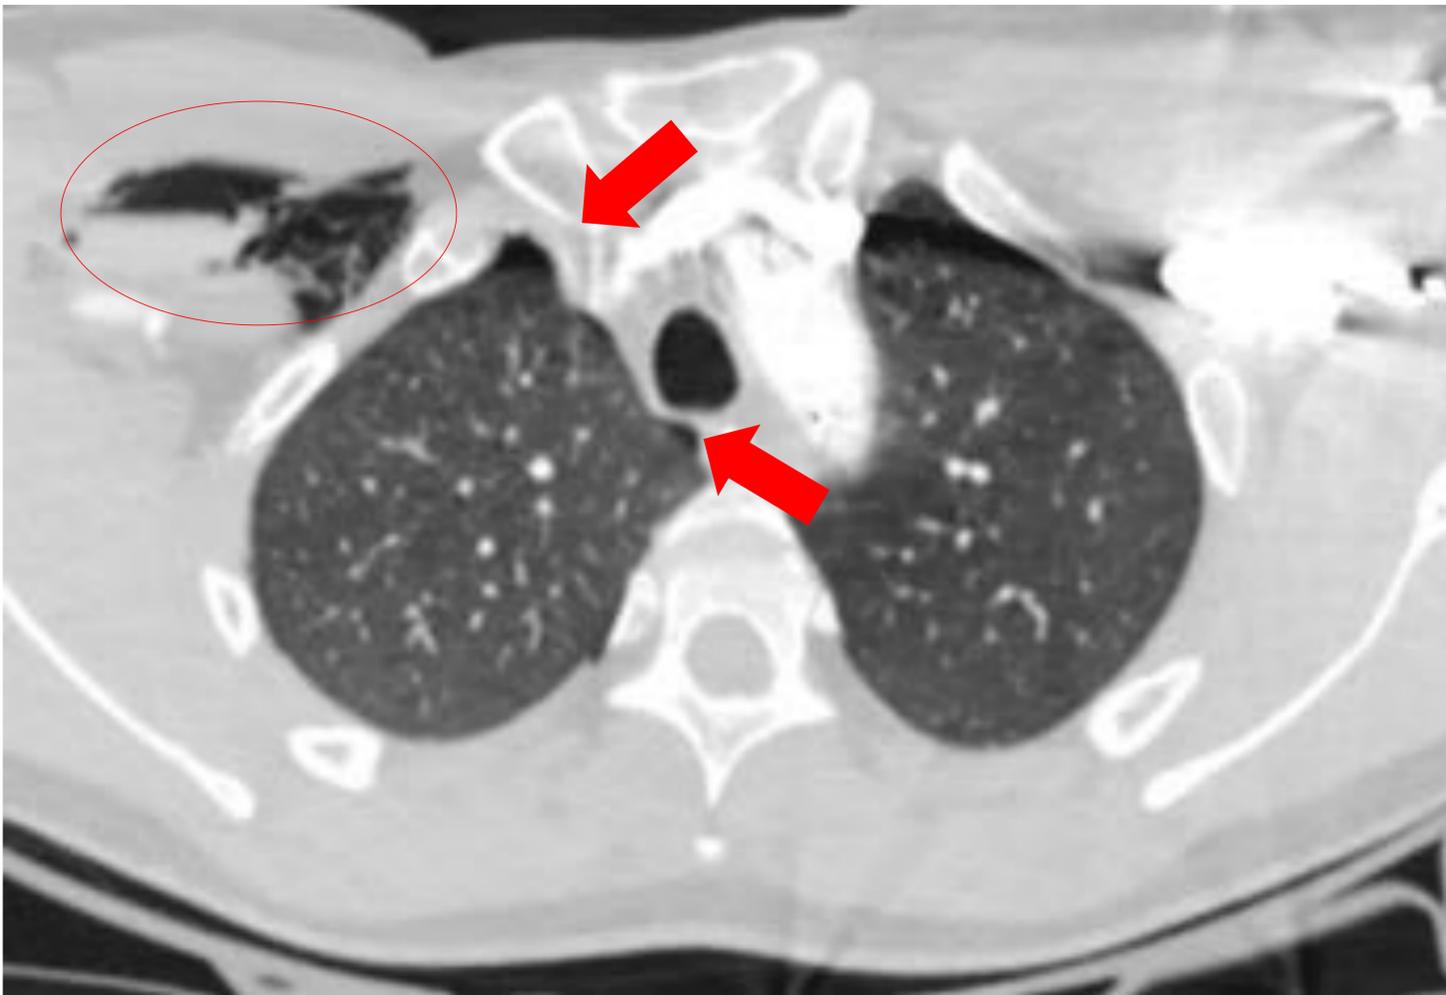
TC torácica en ventana pulmonar. Finas láminas de neumotórax derecho apical (flecha). Enfisema subcutáneo en región subclavia derecha (círculo rojo).
